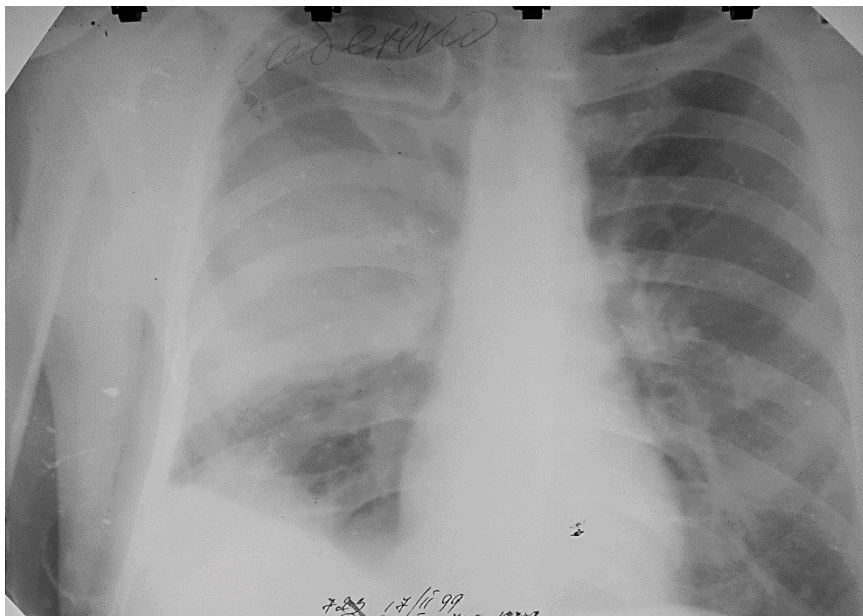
Оглядова пряма рентгенограма. Десятий тип рентгеноморфологічного синдрому плеврального випоту
